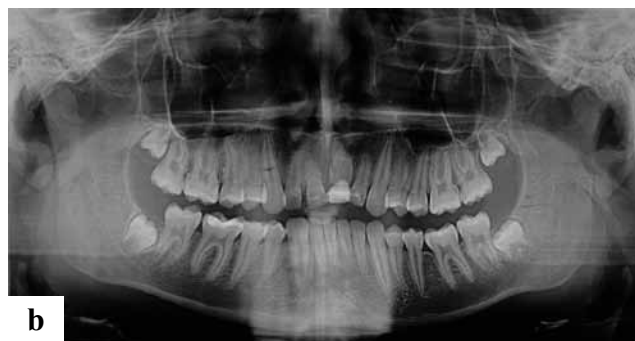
Post-traumatic ankylosis of tooth 41. Lack of the periodontal fissure and partial replacement of root tissues by bone tissue visible in an X-ray image.
